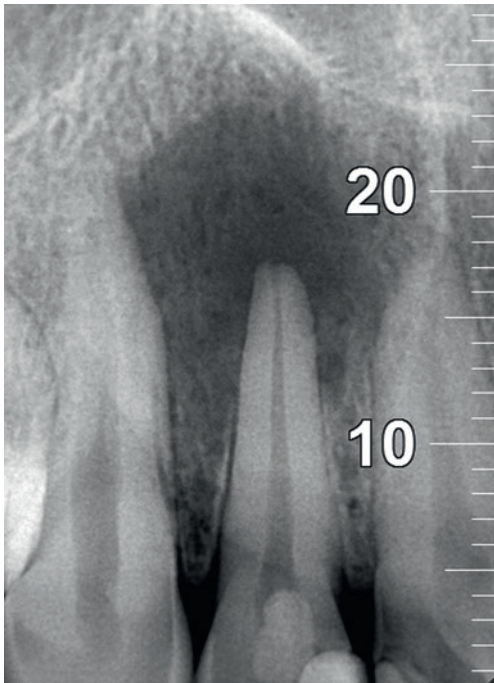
На прицельной дооперационной рентгенограмме отмечается радикулярная киста в области 1.2 зуба.
